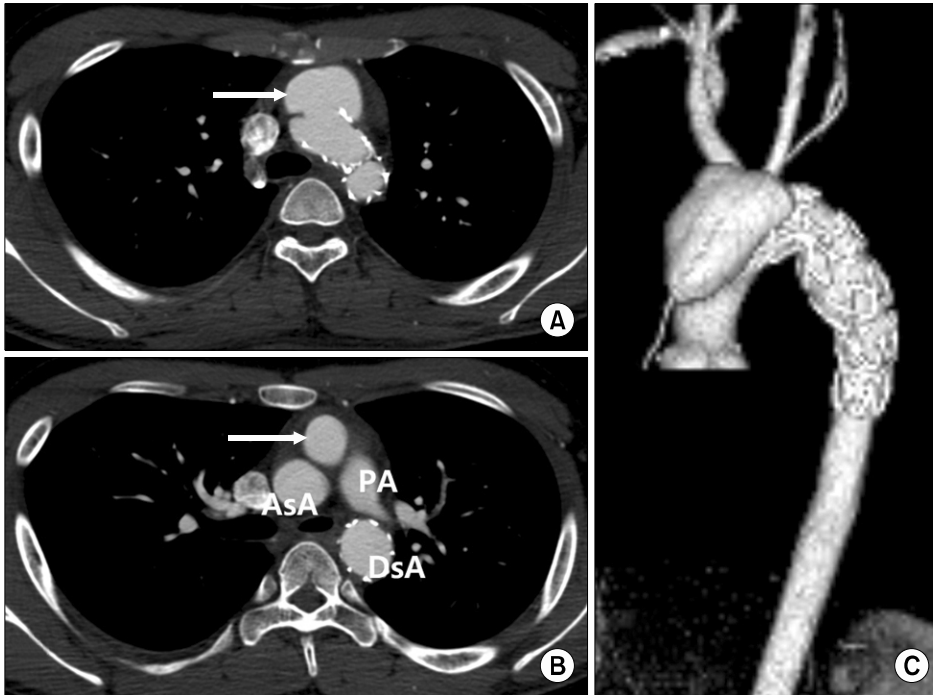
(A) Initial three-dimensional (3-D) CT angiography. White arrow indicates stanford type B aortic dissection. (B) CT angiography after TEVAR. The transverse sections shows newly developed aortic dissection flap in ascending aorta and arch. Intimal tear caused by bare spring of stent-graft can be seen on upper picture (arrow). (C) 3-D CT angiography. TEVAR=Thoracic endovascular aortic repair.
